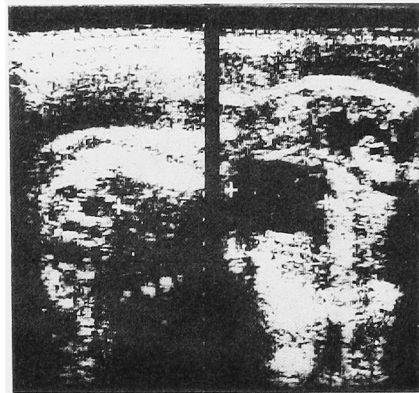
腎盂尿管移行部狭窄の妊娠34週の超音波像. +で示すように右>左の腎盂腎杯の拡張を認める.
